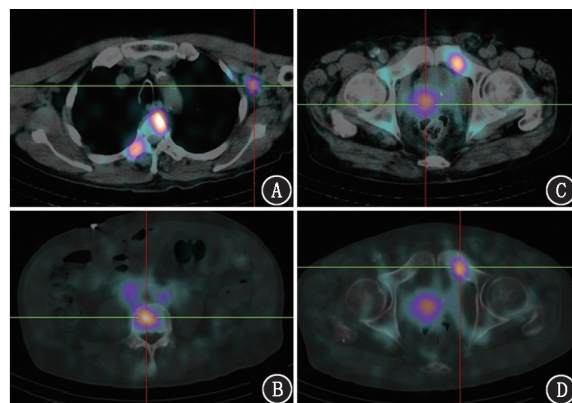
前列腺癌患者 (81 岁，PSA 为  $109.98 \mu\text{g/L}$ ，Gleason 评分  $5+5=10$  分)  $^{99}Tc^m$ -HYNIC-PSMA SPECT/CT 显像图。A~D. SPECT/CT 示左侧腋窝淋巴结、第 4 腰椎、前列腺、左侧耻骨内摄取增高，前列腺高摄取区  $SUV_{max}$  为 14.37
